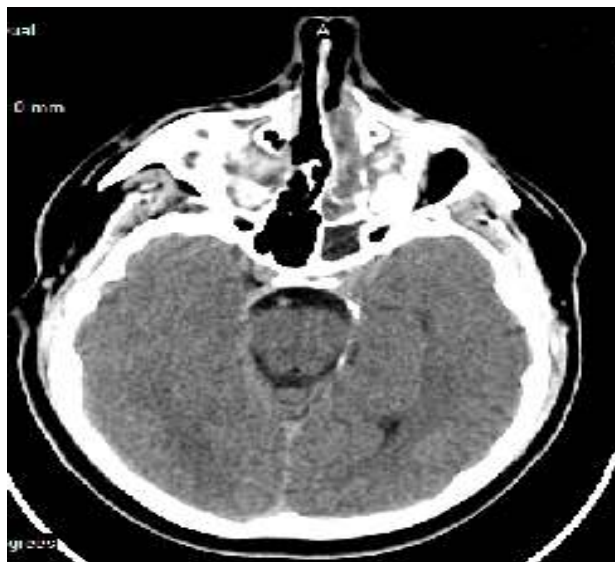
Rinosinuzită fungică alergică, formă pseudotumorală, secțiune axială CT
